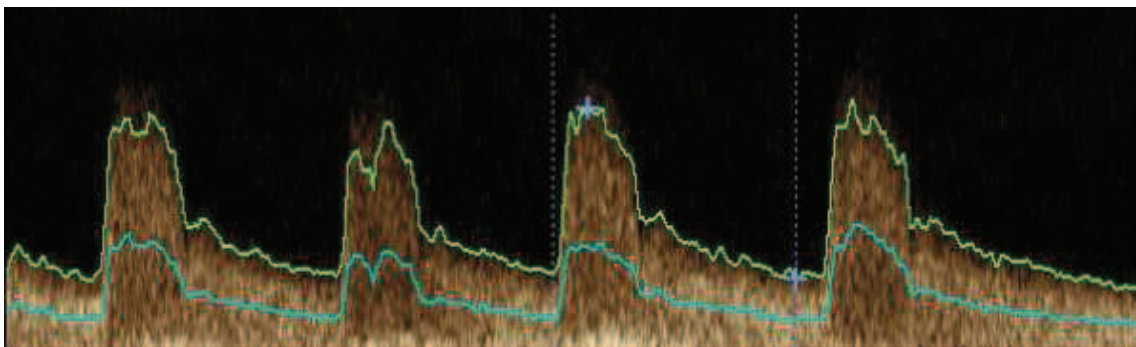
Pormenor: Modo PW (Doppler) da imagem US
